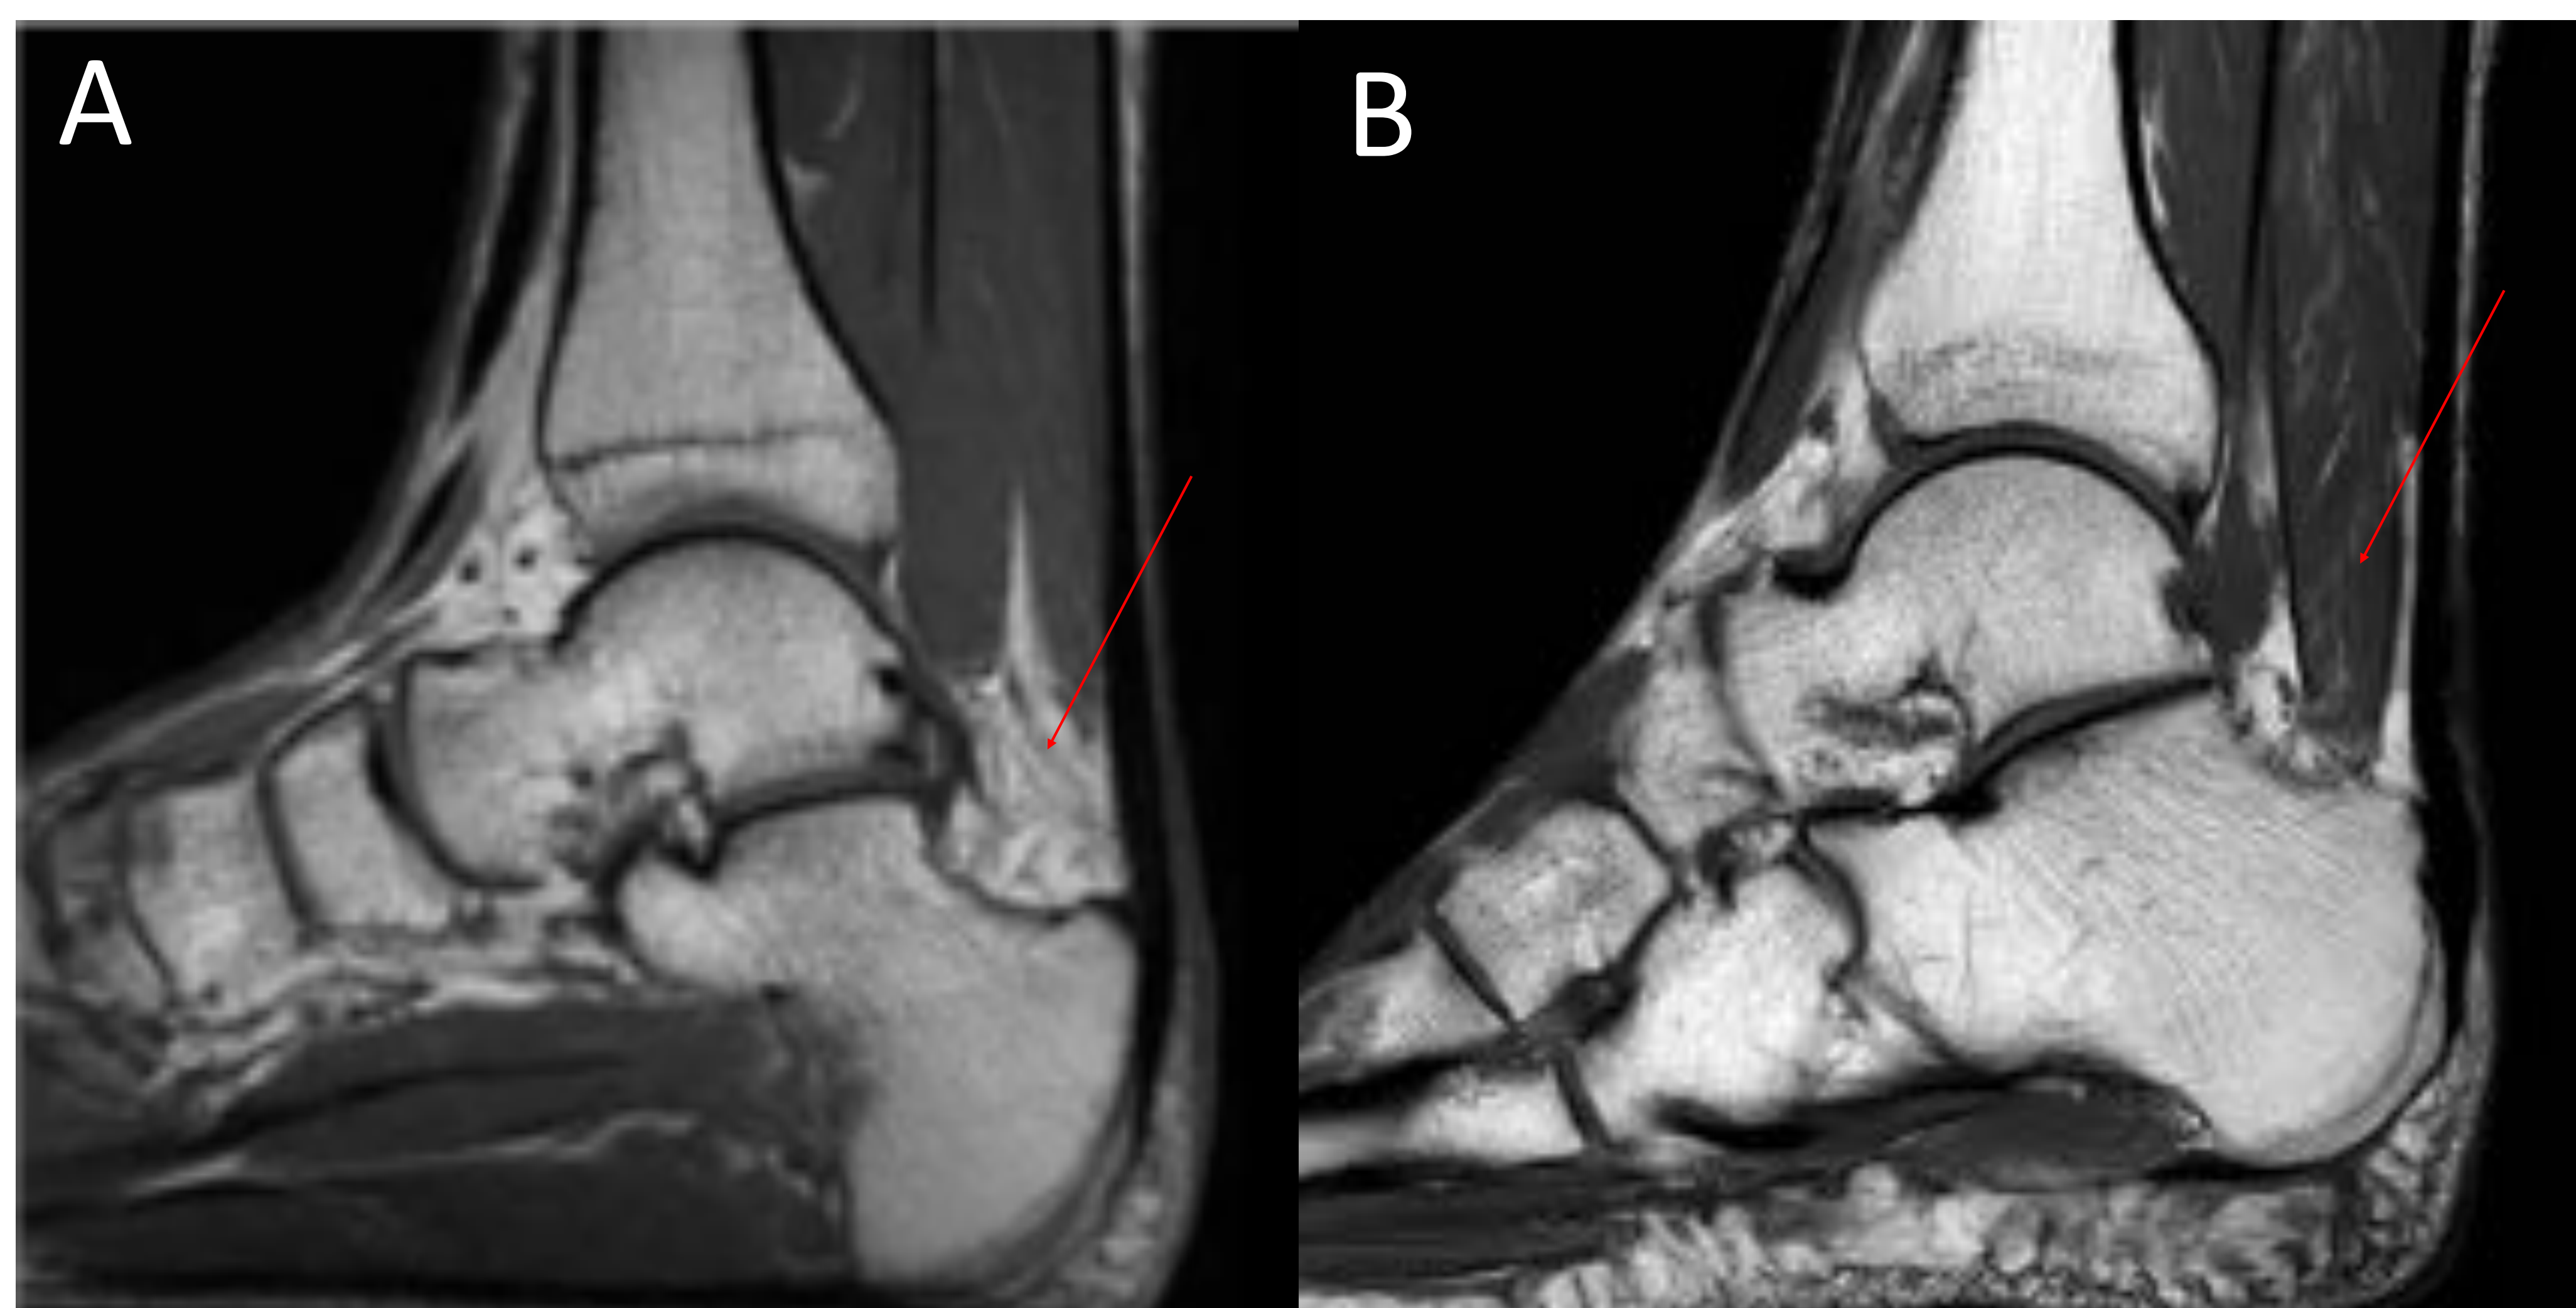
Secuencias de RM T1 sagitales de dos tobillos diferentes.
